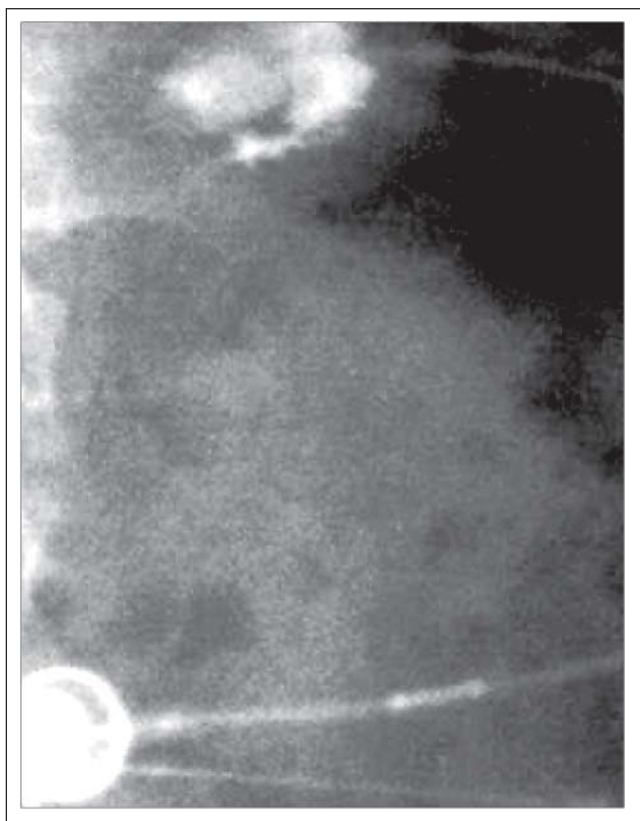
Röntgenbild bei Migration; Kontrastmittelpassage über Port mit Entleerung in den Magen
